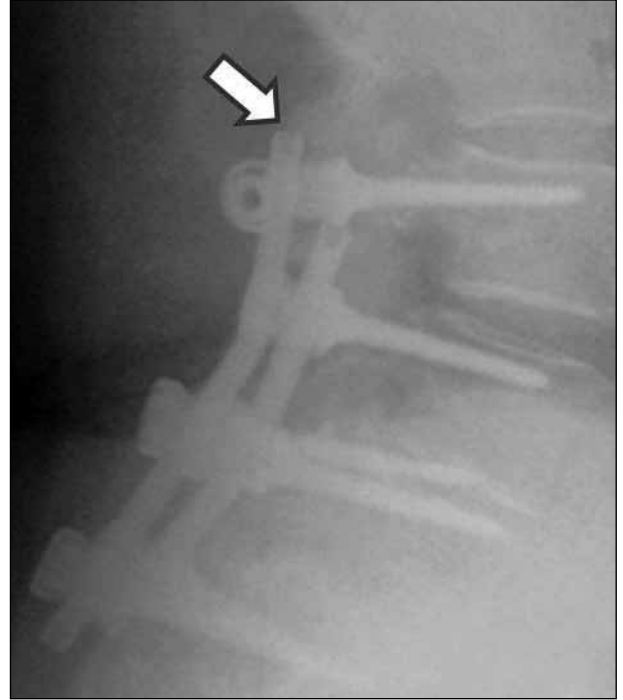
Hastanın çekilen Lumbosakral direkt grafisinde sol S1 vidasında kırık olduğu görülmekte (beyaz ok başı).
